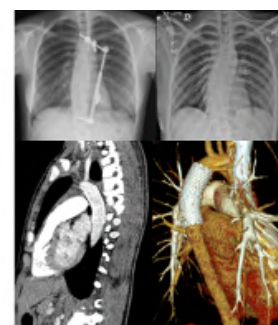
Radiografia do Tórax pré e pós operatório; Controle pós-cirúrgico da prótese endovascular
